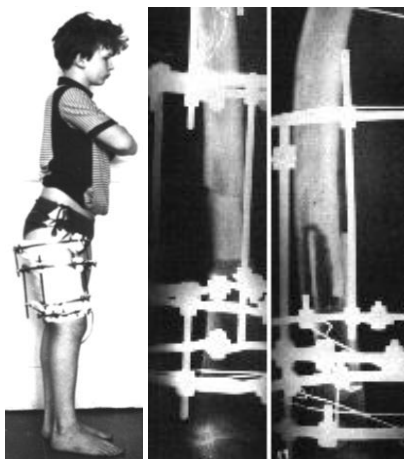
Фото и рентгенограмма больного Ц. в процессе лечения.
